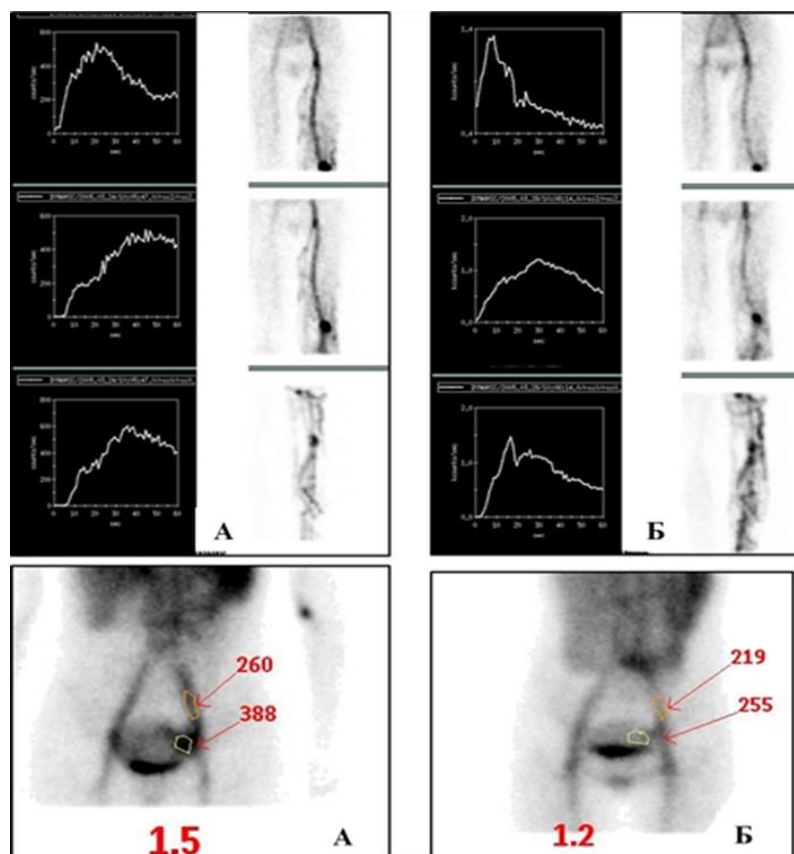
Сцинтиграммы больной В. с варикозной болезнью вен нижних конечностей, таза и вульварным варикозом до (А) и на фоне (Б) компрессионного лечения (шорты +чулки). Положительная динамика. Кривые «активность-время» указывают на ускорение эвакуации РФП из глубоких вен голени. Ктвп уменьшился с 1,5 (исход) до 1,2 (контроль).
